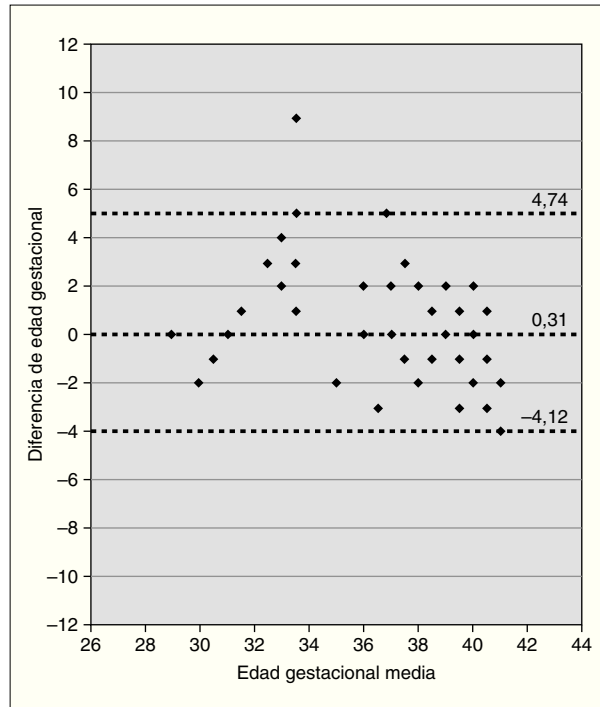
Grado de acuerdo entre la EG estimada mediante el test de Ballard (NBS) y ecografía (ECO) expresado mediante el método de la media de las diferencias en el observador 2 del grupo 1.
